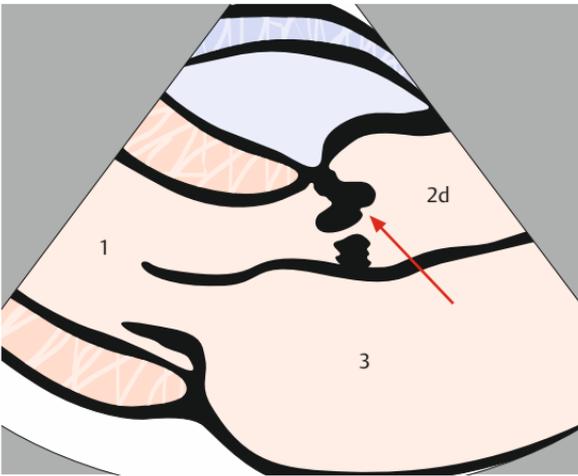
Im parasternalen kurzen Fenster sieht man die reduzierte Öffnungsbewegung besonders gut, wobei die Separation keinen Rückschluss auf den Grad der Stenosierung zulässt.
